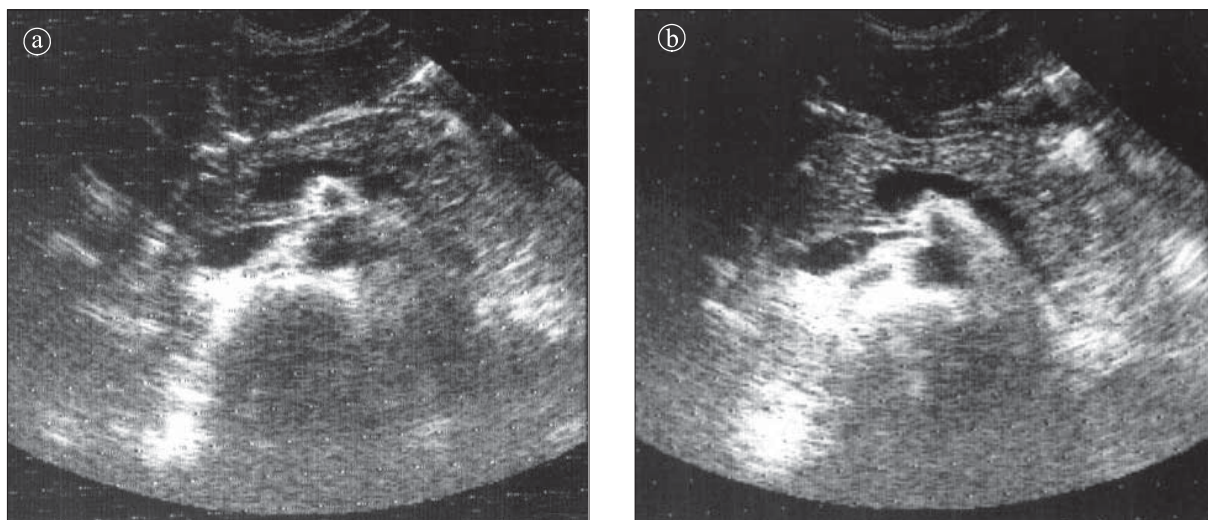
Pancreatită acută. Ecografie. a) pancreas hipocogen, cu dimensiuni normale, dar cu structură mai inomogenă cu contur difuz delimitat. b) pancreas cu dimensiuni ușor mărite, cu structură inomogenă mai ales în zona capului.
